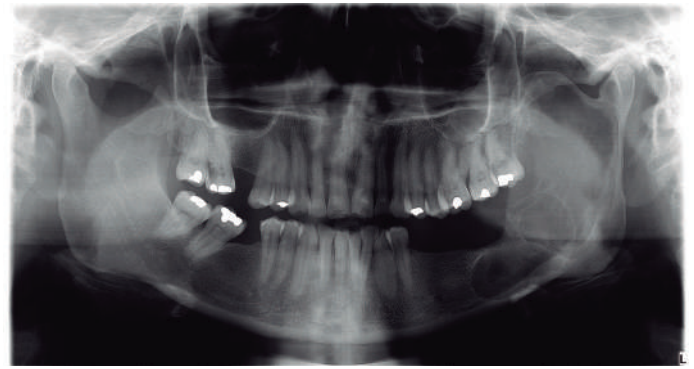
Radiografía panorámica 4 meses postquirúrgica.
